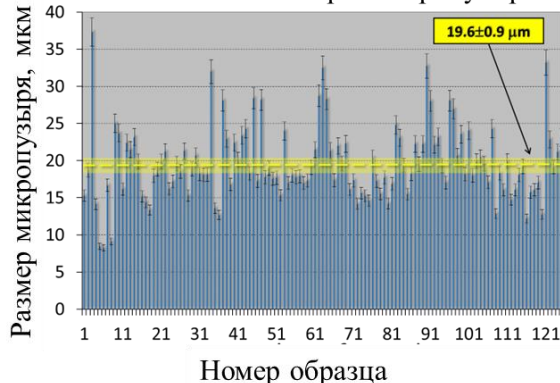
Характерные СЭМ и оптическая фотографии, результаты рентгеноструктурного анализа и размер микропузырей объемного специально-инициализированного углеродсодержащего ОТВК.
